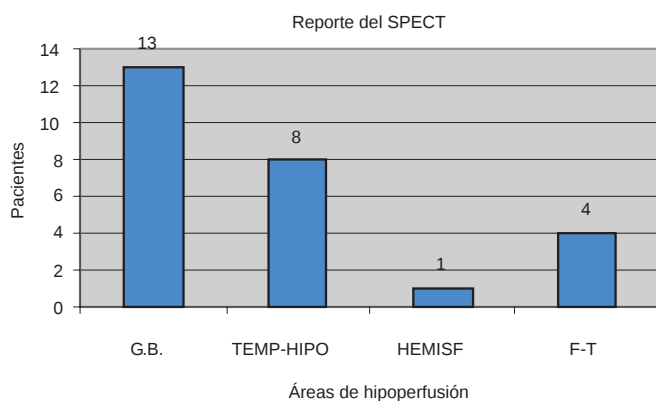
Áreas anatómicas afectadas en el SPECT.
